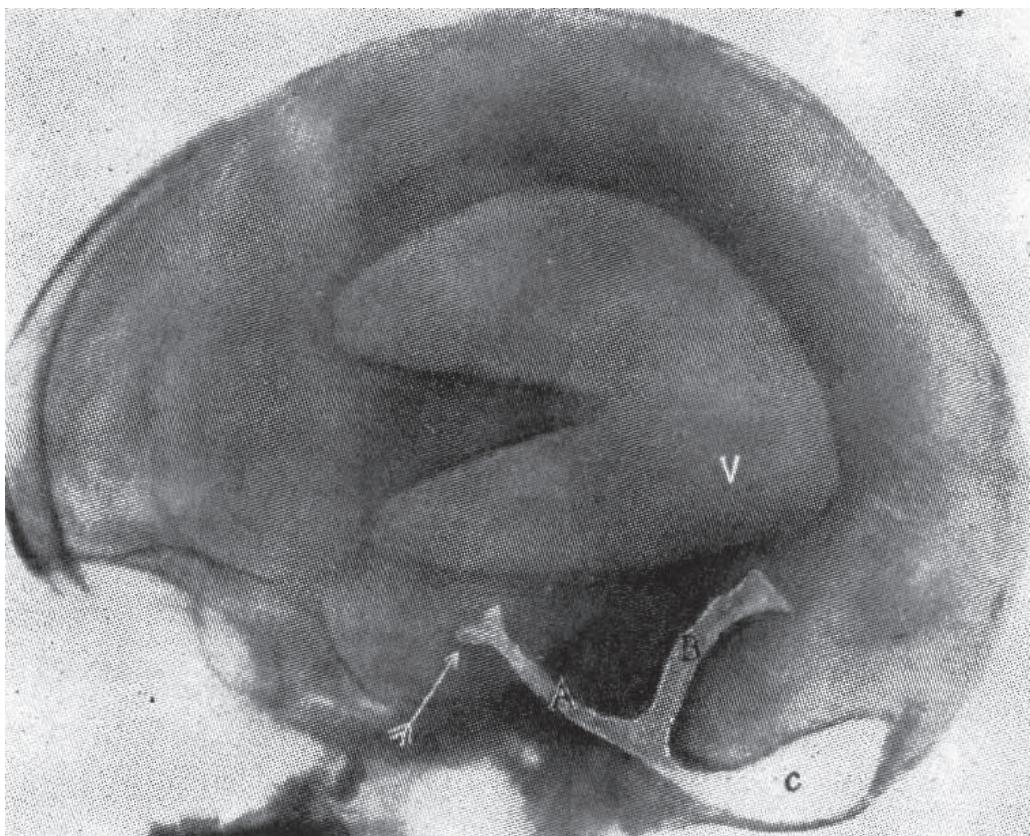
脊柱管内への空気注入後のX線写真(修正後). 水頭症. 図1, 2, 3のような脳溝は全く充盈されていない. 矢印:瘻着による脳槽の閉塞. A:橋周囲槽, 延髄周囲槽. B:部分的に開存している小脳周囲クモ膜下腔. C:かなり拡大した大槽. D:部分的に充盈した側脳室.
